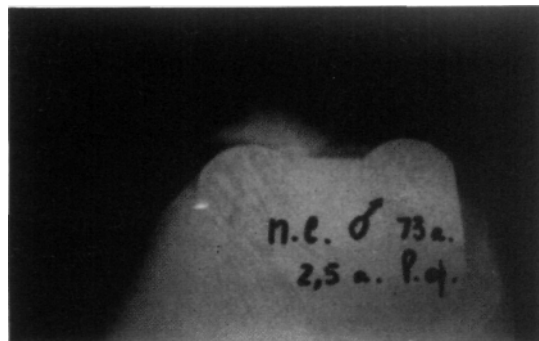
Radiografía axial de rótula. Franca subluxación rotuliana y consecuente deterioro articular.
